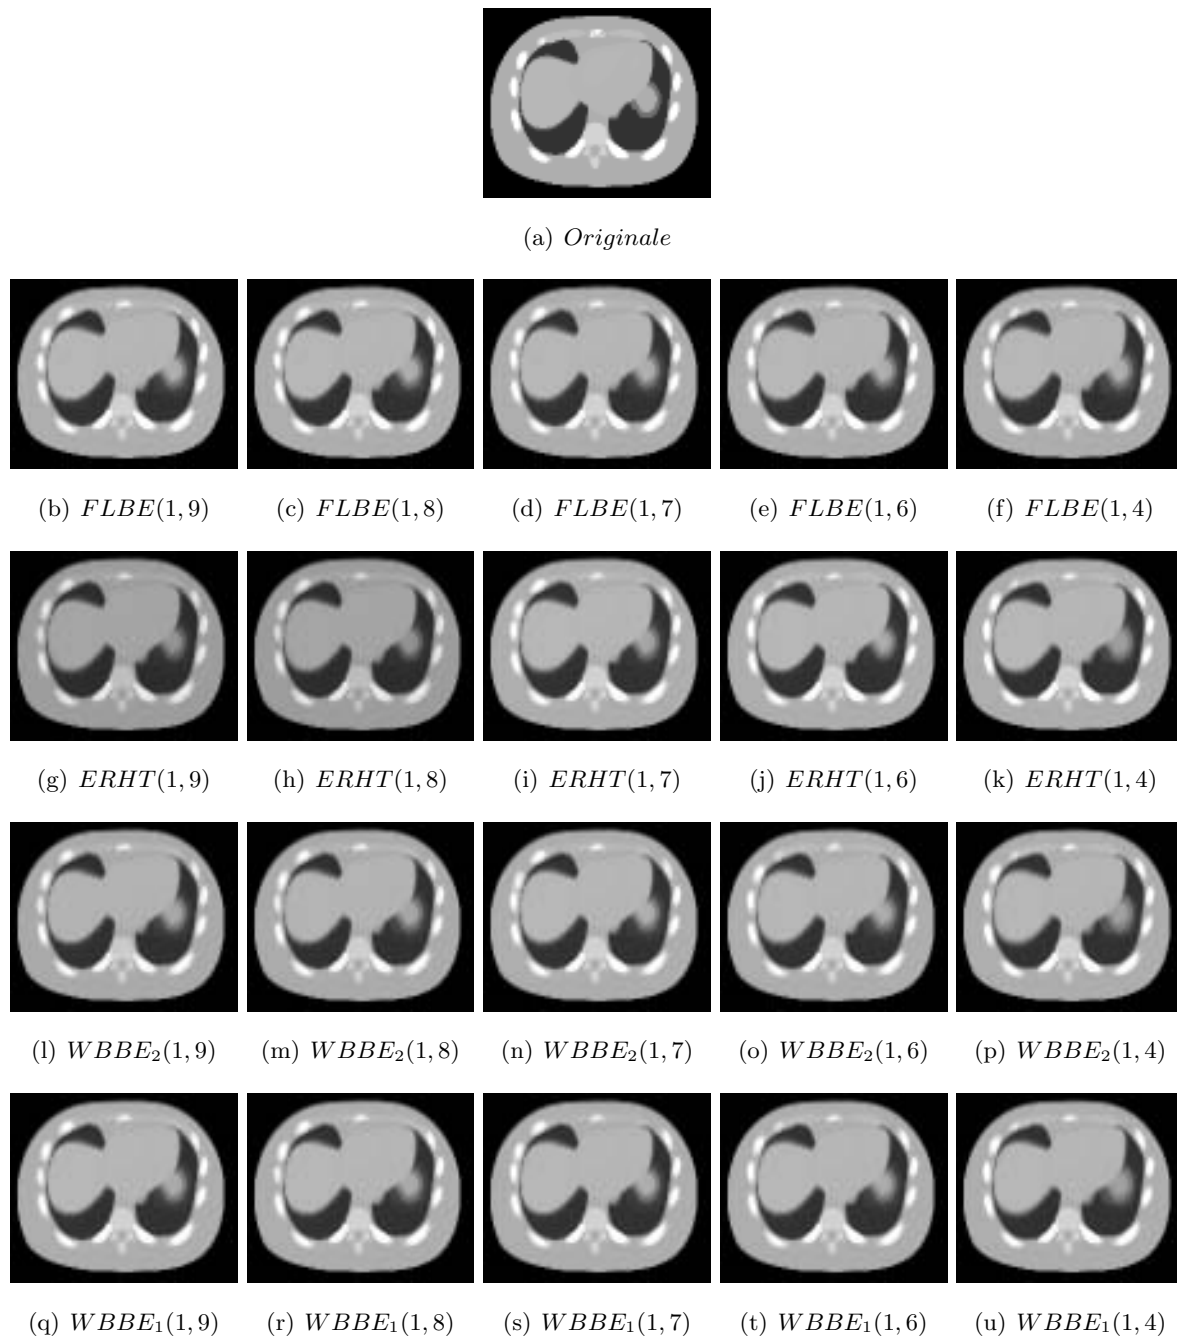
Slice 11 de  $CT_3$  reconstruite par les 4 méthodes avec six couples d’images bornes.
